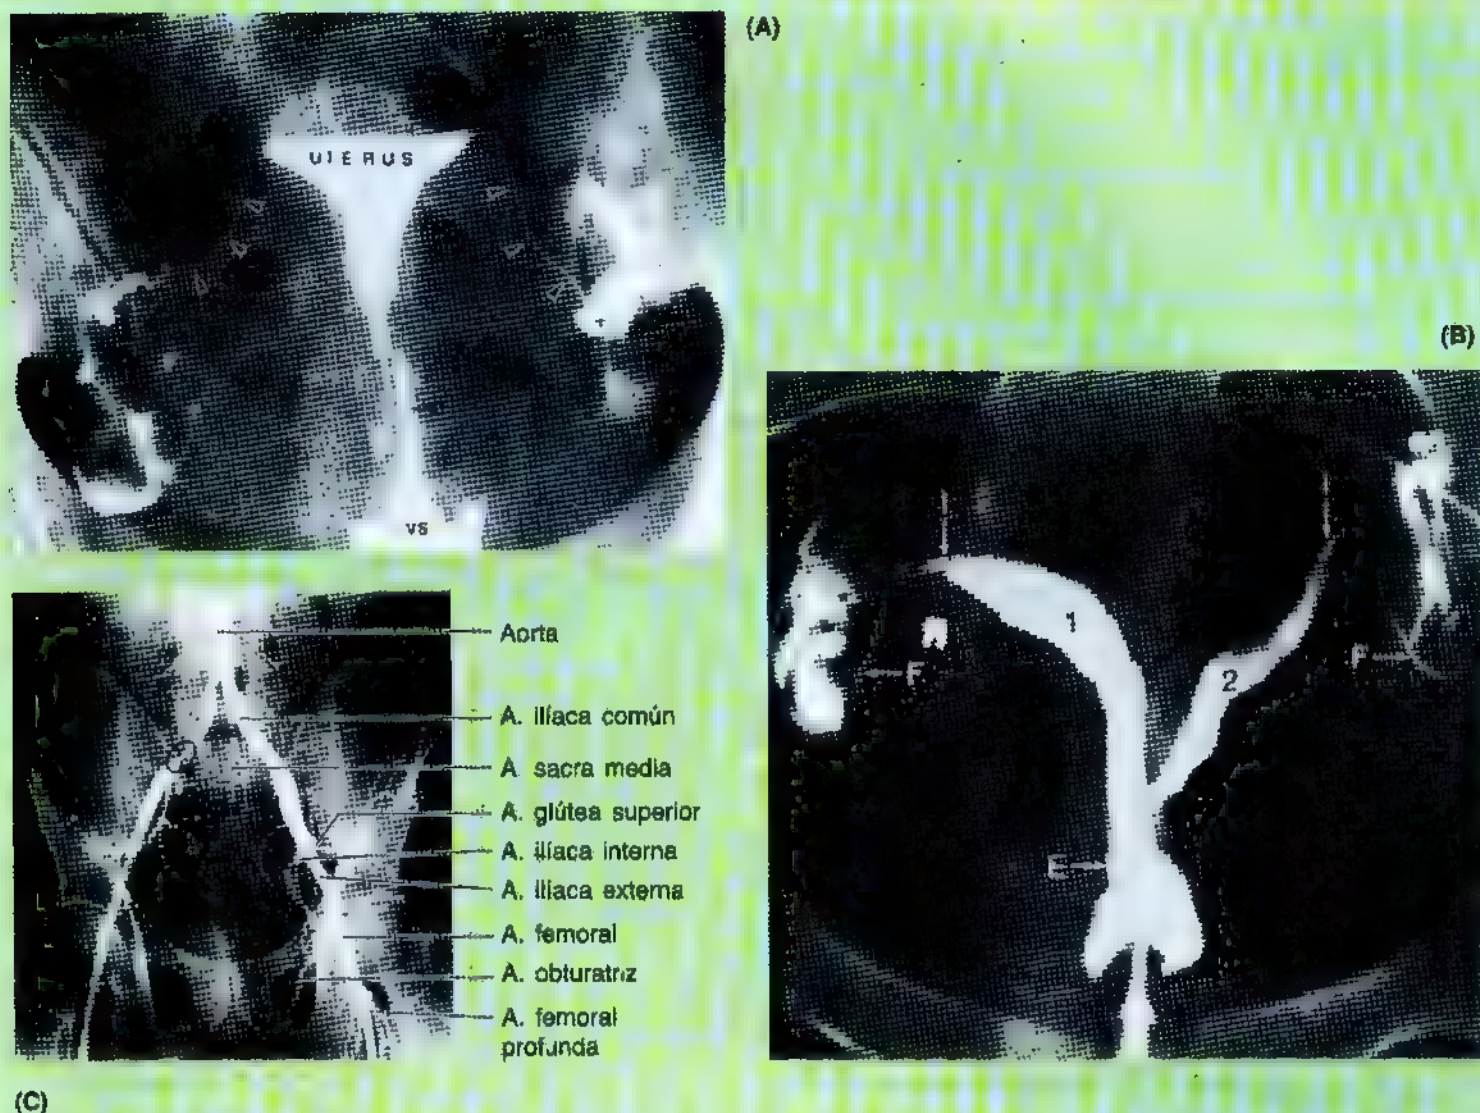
Radiografía del útero y de las trompas uterinas (histerosalpingografía). Se ha inyectado material radiopaco en el útero a través del orificio externo del útero (A). El medio de contraste ha emigrado por la cavidad uterina triangular y las trompas uterinas (*cabezas de flecha*) hasta pasar a las fosas pararrectales de la cavidad peritoneal (lateral a las *cabezas de flecha*). (C) Indica que el catéter se encuentra en el conducto cervical. Esta radiografía muestra cómo el tracto genital femenino se comunica directamente con la cavidad peritoneal y supone, por tanto, una vía potencial para la diseminación de toda infección de la vagina y del útero.
